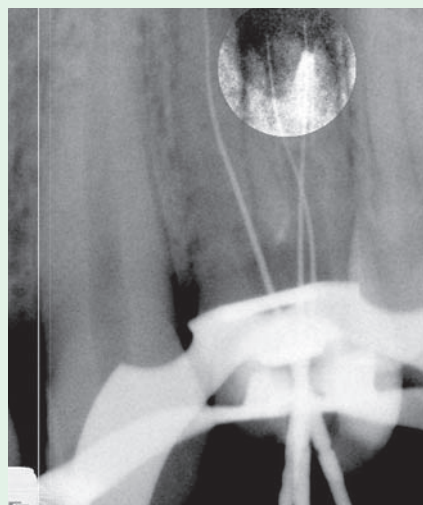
Рентгенограмма зуба 2.4. В корневые каналы введены верификаторы, область дополнительного канала визиографически контрастирована
